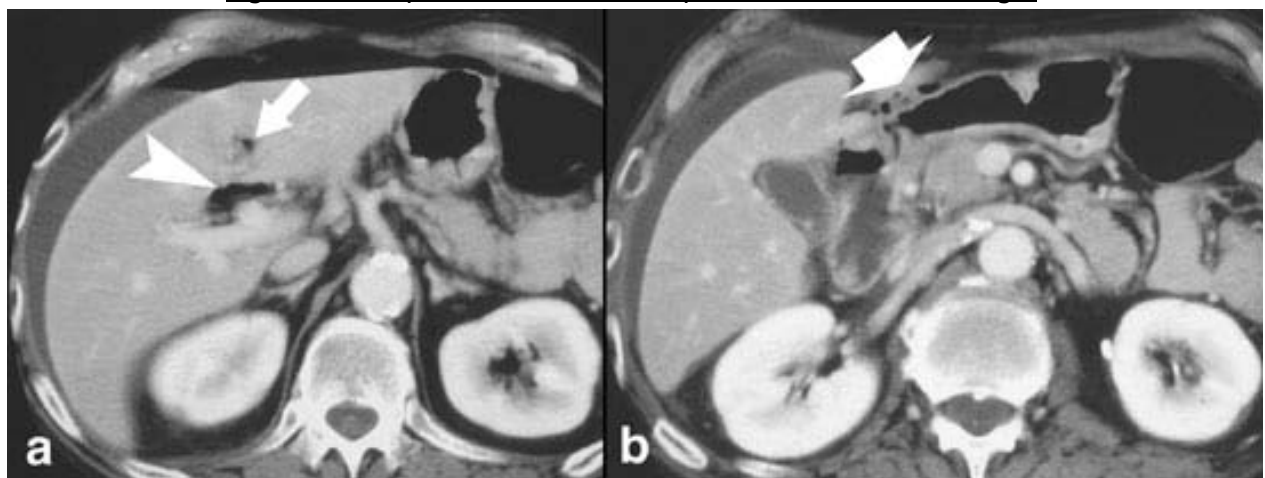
TDM C+ montre une péritonite par perforation d'ulcère gastrique.
